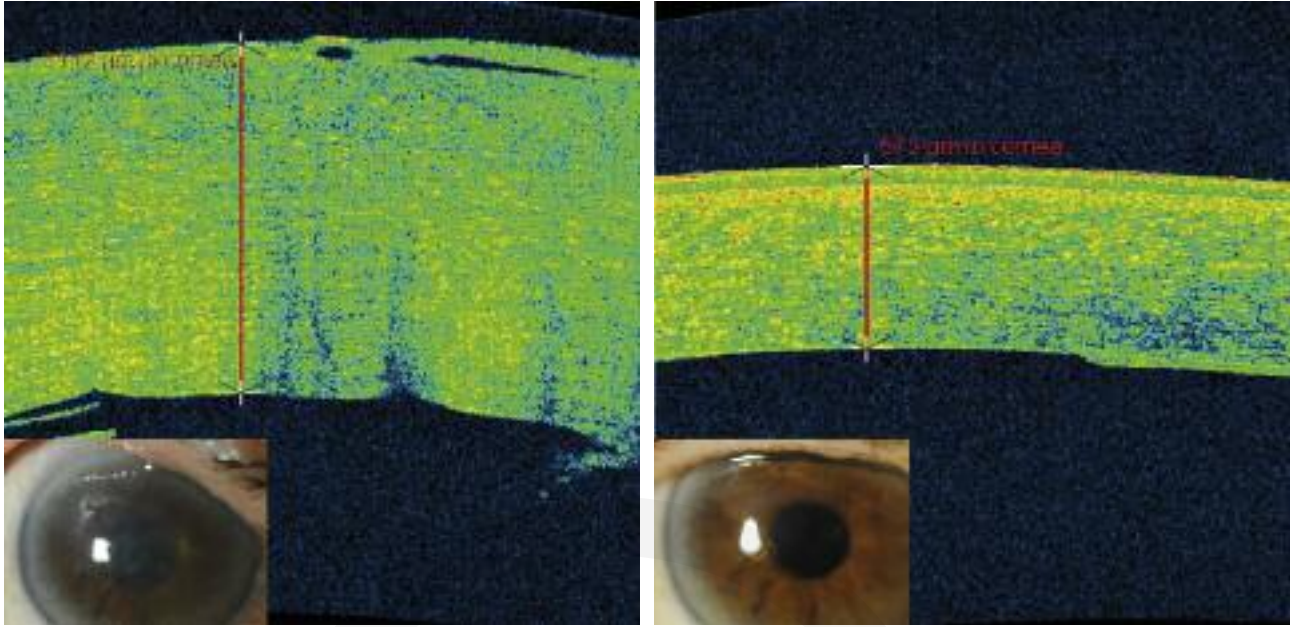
Mediante tomografía de coherencia óptica (OCT) puede observarse la descemetorrexia y el consecuente edema corneal (izquierda). Seis meses después (derecha), la córnea ha recuperado su espesor normal y la transparencia. A pesar de ello, la OCT muestra la ausencia de la membrana de Descemet.
